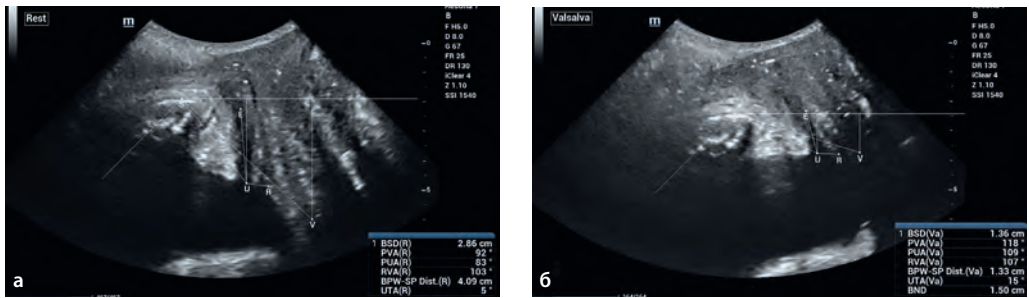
Пропалс стенок влагалища II степени без недержания мочи. Эхограммы. ТПУЗИ. Режим 2D. В покое (а) и при проведении пробы Вальсальвы (б).
